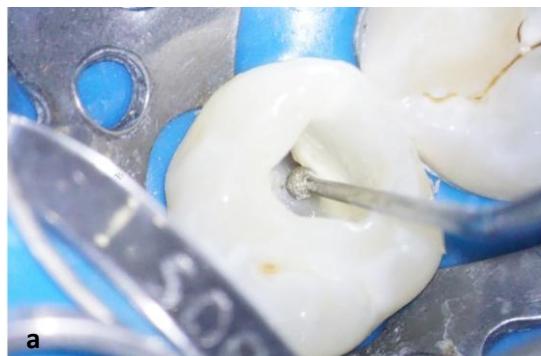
a. desgaste de la pared mesial con punta diamantada de ultrasonido, b. localización de conductos accesorios, c. obsérvese los conductos mesiales, d. observamos los conductos distales, e. conducto palatino en forma de C.
